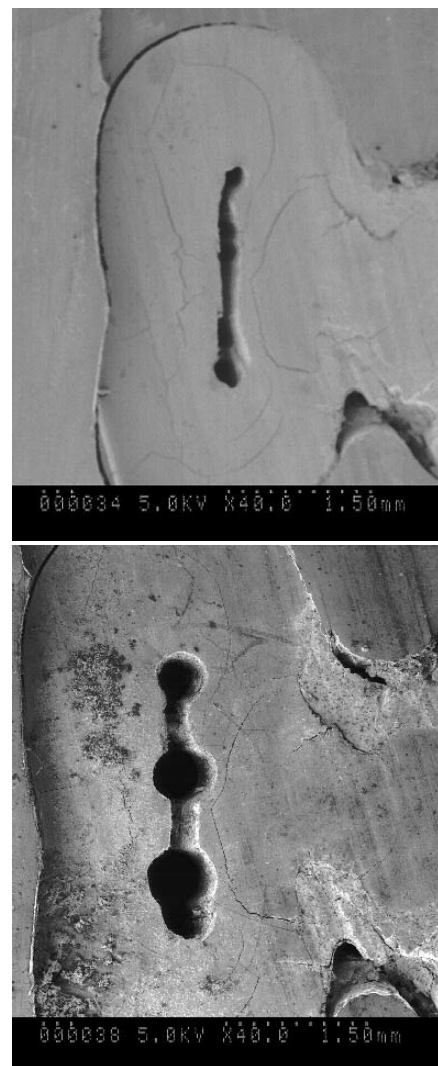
TC de dos primeros molares mandibulares con tres conductos en la raíz mesial (secciones en los tercios medio y apical)
